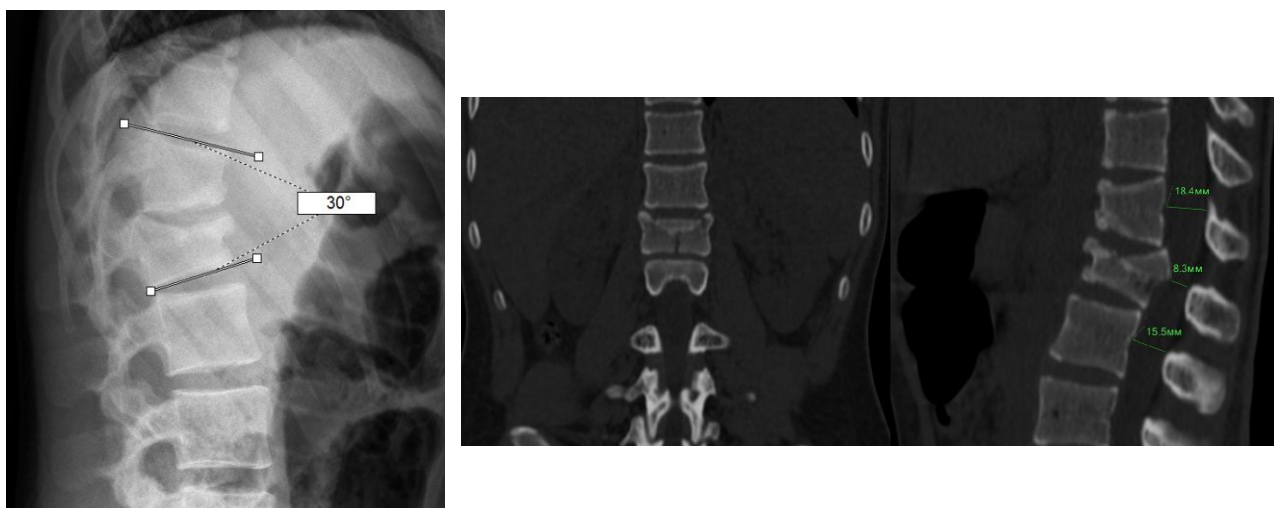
Рентгенограмма и данные МСКТ пациента № 10 с взрывным перелом типа А4 и стенозом позвоночного канала до 8,3 мм
